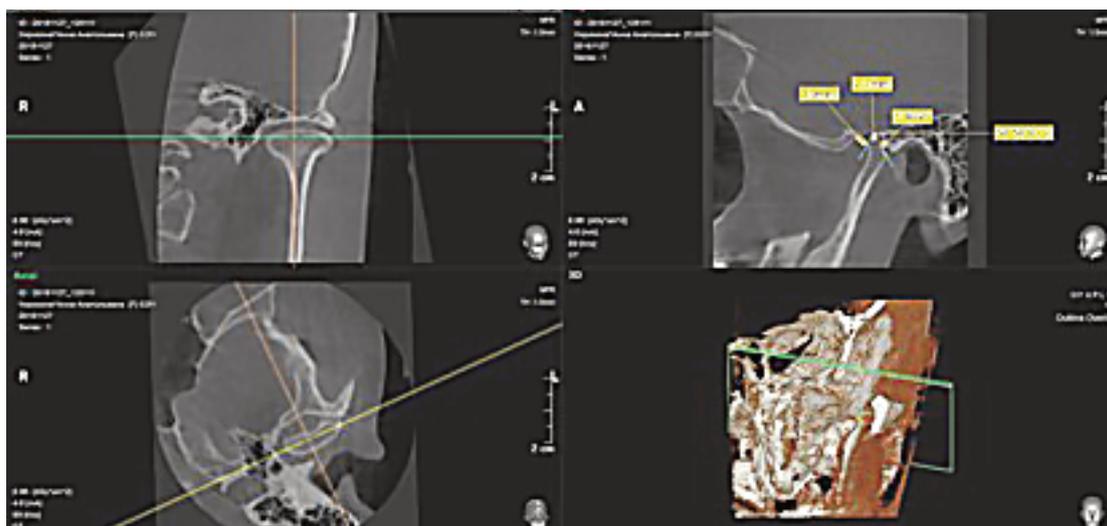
Компьютерная томограмма височно-нижнечелюстного сустава до лечения. Дистальное положение головки нижней челюсти
